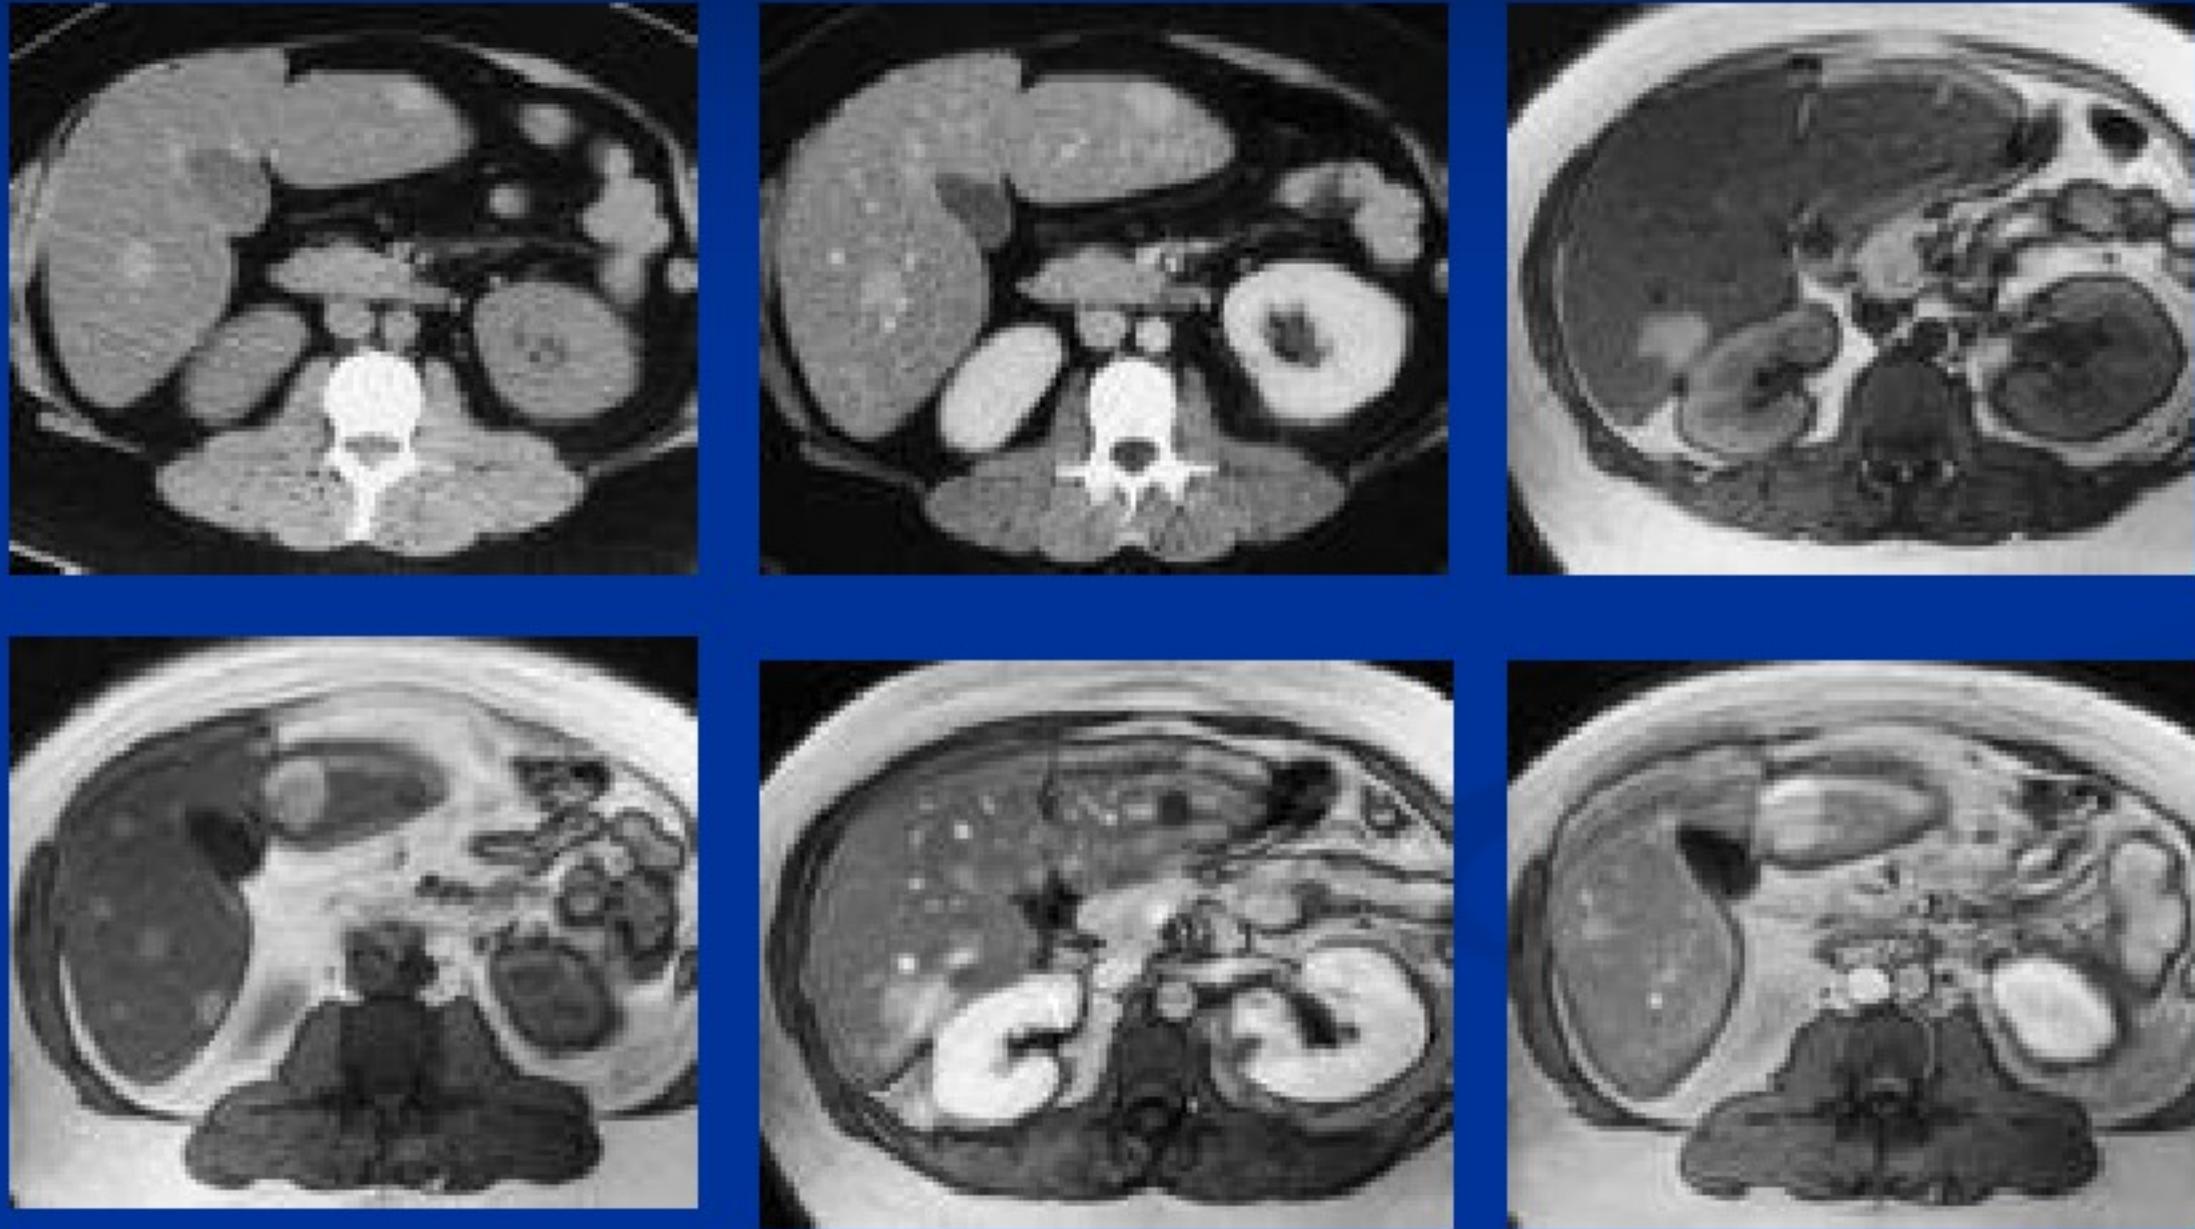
图1CT平扫见肝左右叶各见1个高密度圆形占位；图2CT增强仅轻度均匀增强；图3和4为MRI的T1 见肝内病灶为高信号；图5和6为MRI T1 增强仅轻度均匀增强
